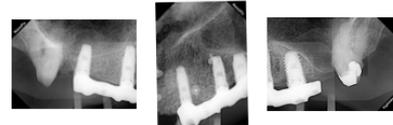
c Radiografía de asentamiento del jig
